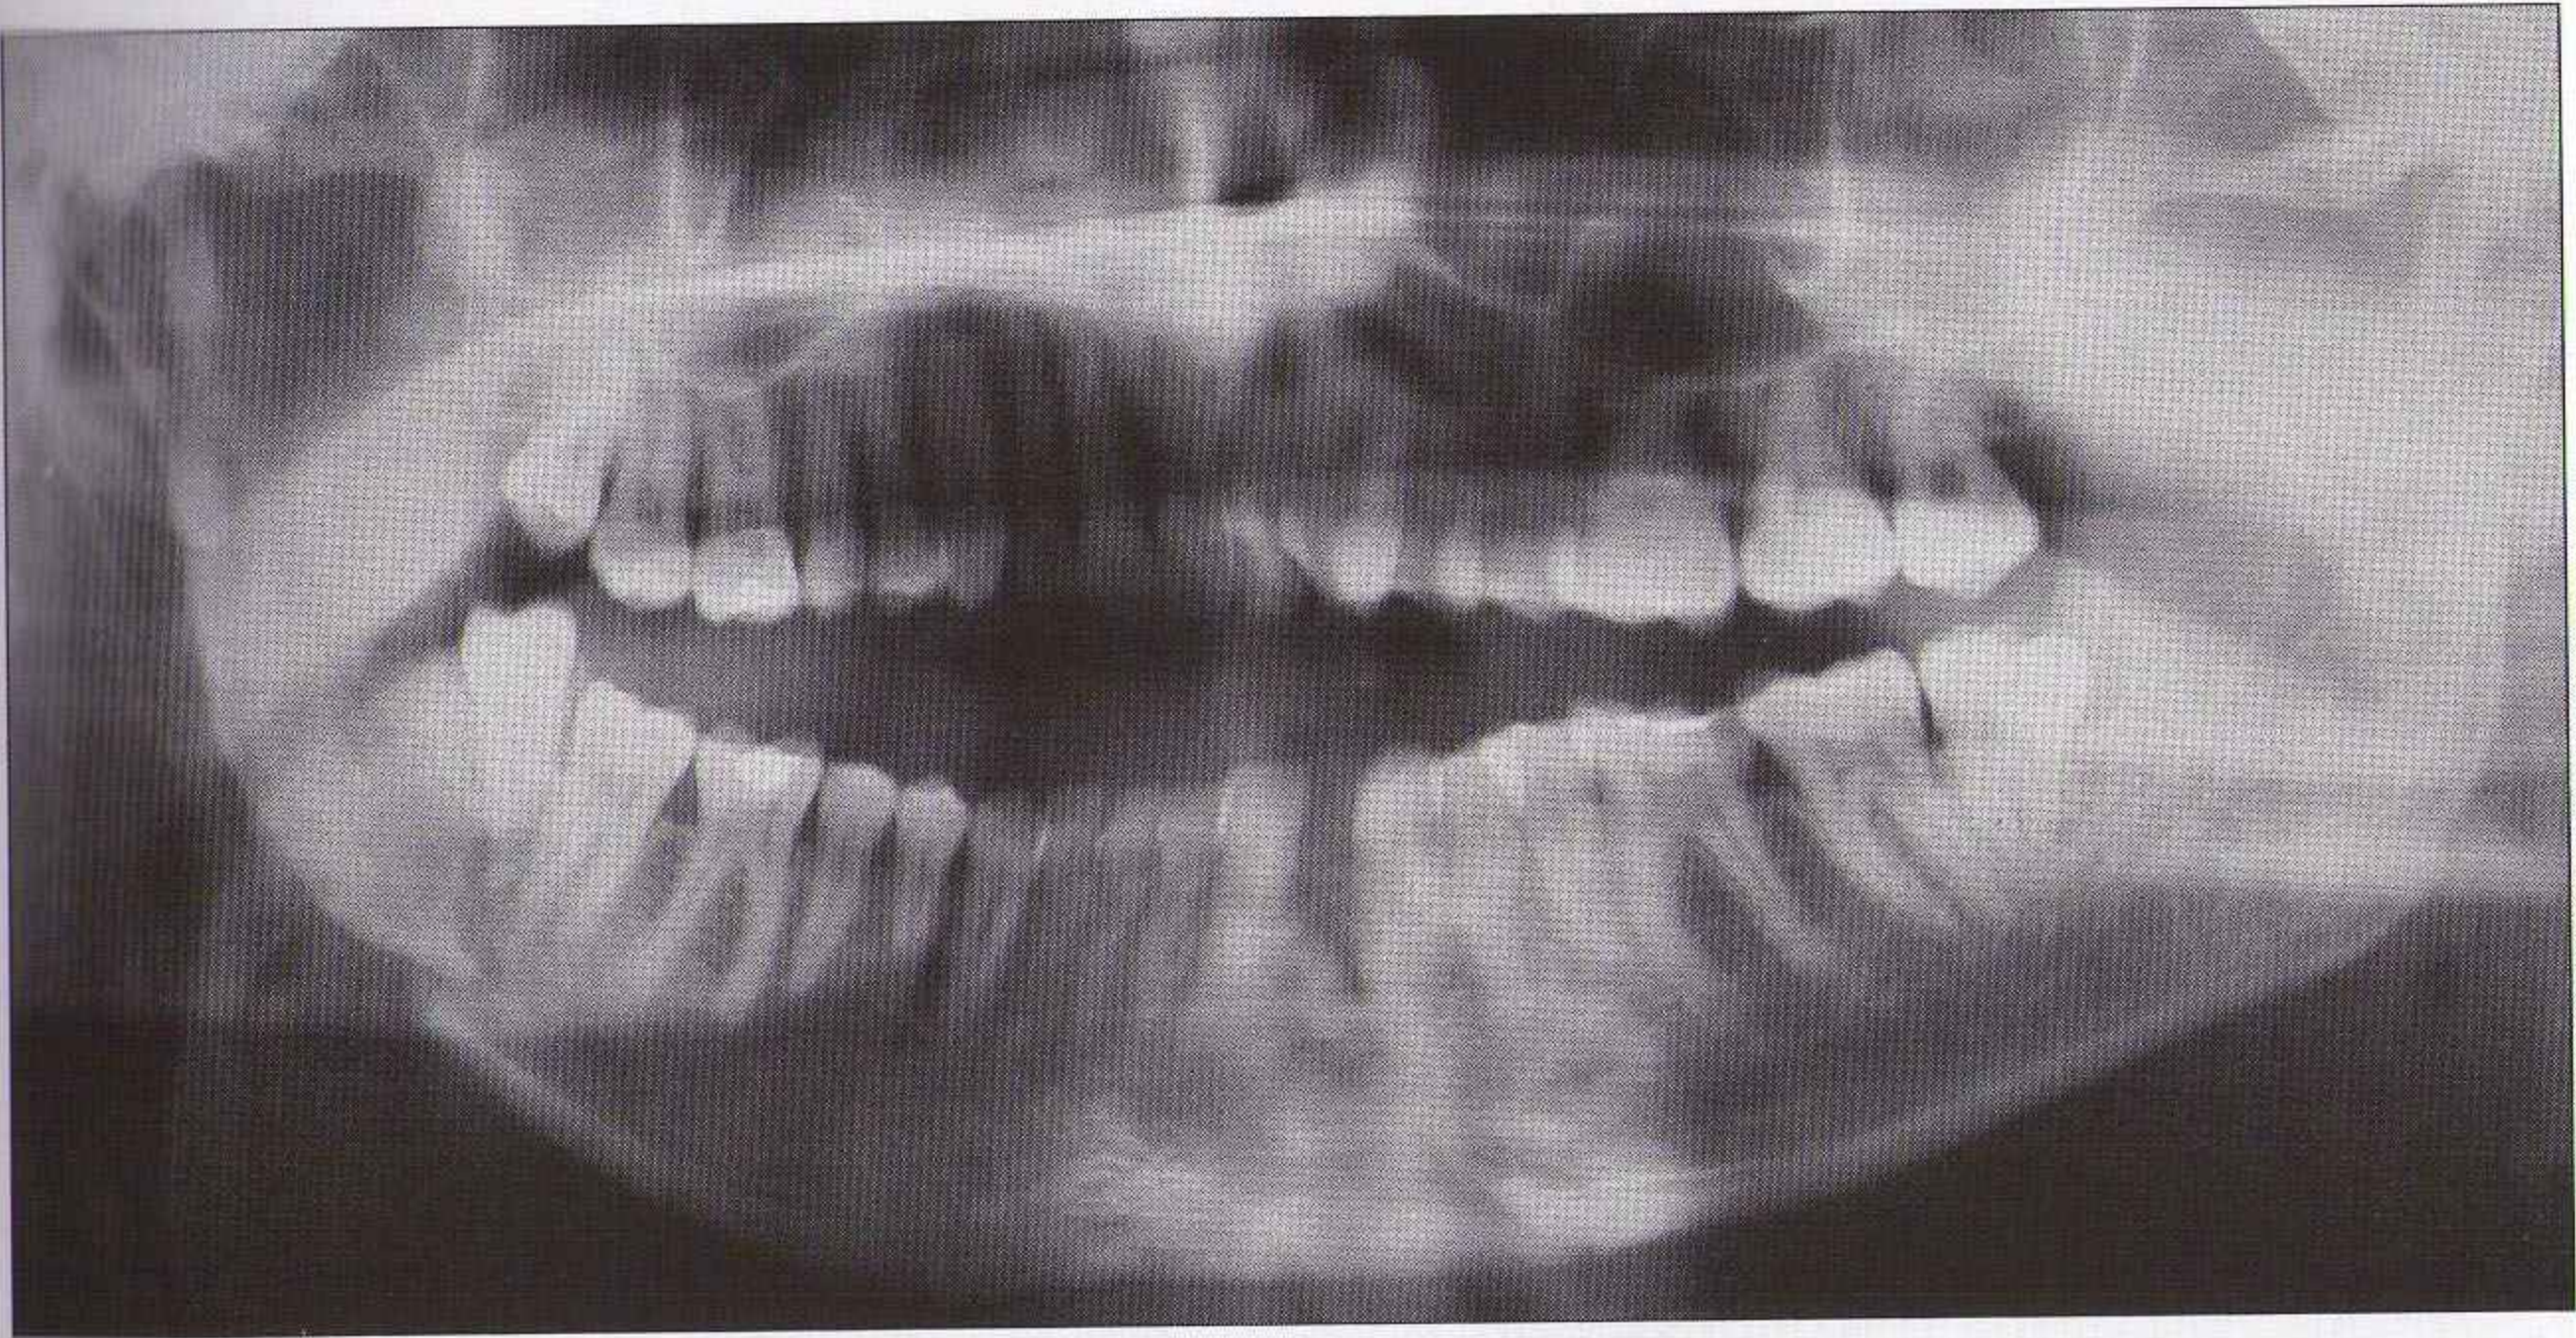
Cette orthopantomographie montre clairement deux fractures. L'incidence postéroantérieure des branches mandibulaires montre une troisième fracture du condyle gauche. Bien noter que le panoramique ne montre pas toujours toutes les fractures. L'examen clinique doit guider la prescription d'incidences complémentaires en cas de signes évocateurs.
